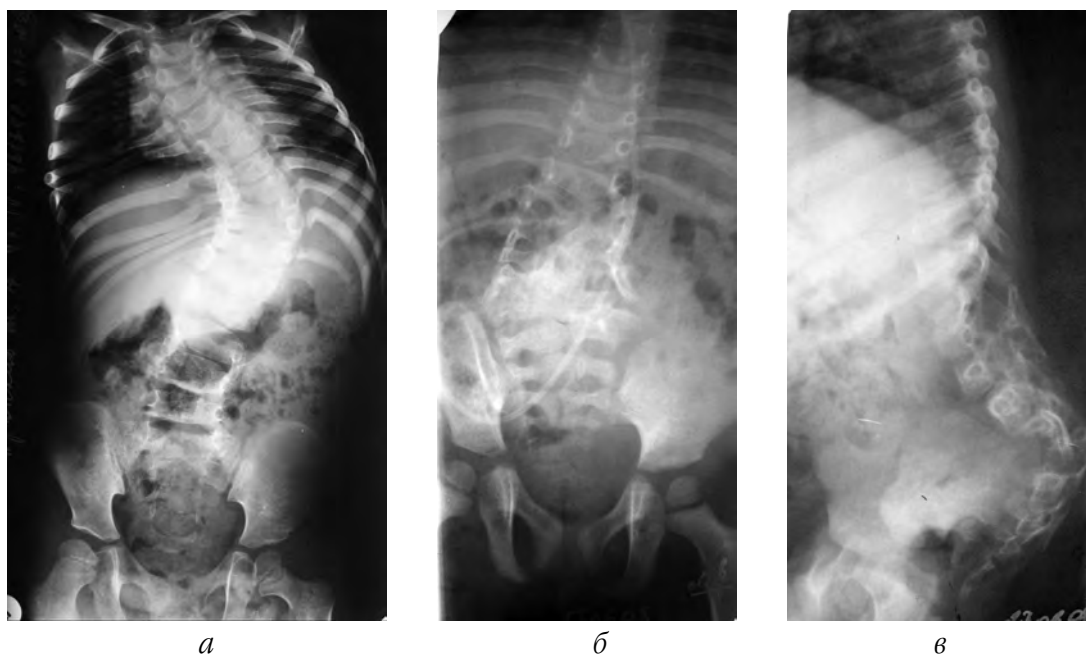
Фото рентгенограм грудно-попереково-крижового відділу хребта в передньо-задній проекції демонструють порушення формування тіл хребців за типом напівхребців і однобічних дужок: а – порушення форми тіл хребців із вродженою сколіотичною деформацією на грудному рівні у хворої IV клінічної групи; б та в – порушення форми тіл хребців із вродженою кіфо-сколіотичною деформацією на поперековому рівні у хворої IV клінічної групи в передньо-задній і боковій проекціях
